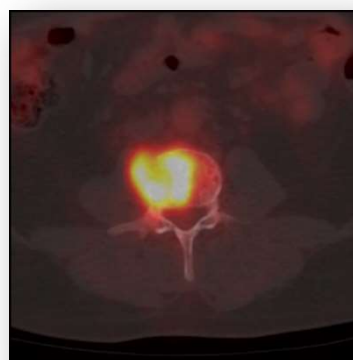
PET/TC: Lesiones hipercaptantes en cuerpos vertebrales
